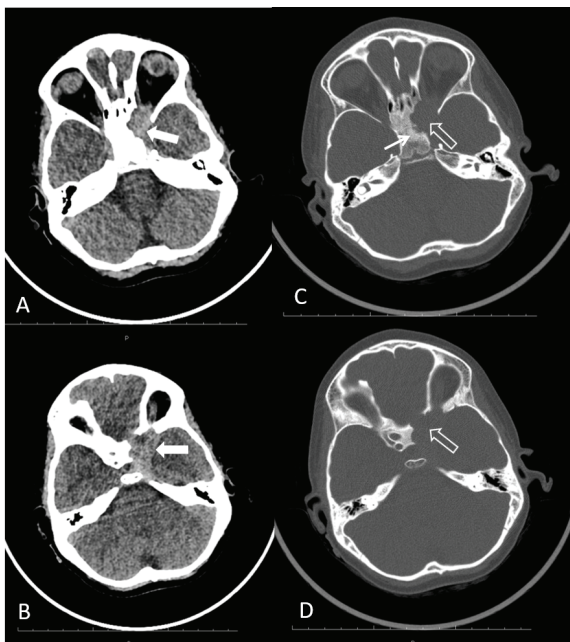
The images of low-dose nonenhanced computed tomography scan. In low-dose nonenhanced computed tomography, a hyperdense mass was observed at the level of the retroorbital-cavernous sinus in the axial brain parenchyma window (A, B). In the bony window bone destruction marked with a light white arrow and sclerosis in adjacent bones marked with a thin white arrow were observed (C, D).
